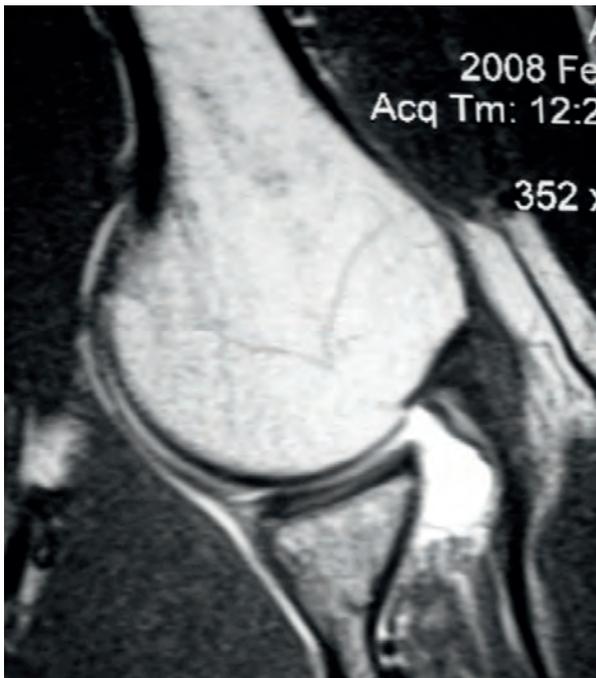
a) Artro-RM. Maniobra de Aber. Inserción tendón SE normal, b) Artro-RM. Maniobra de Aber. Rotura parcial bursal inserción SE.
